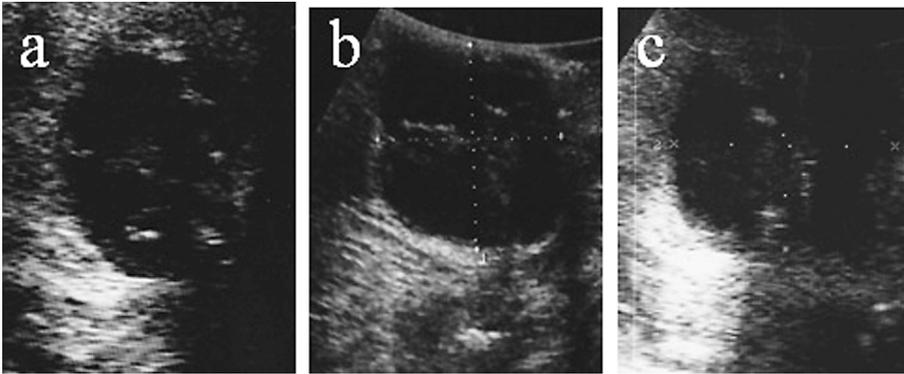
超音波検査の経時的変化：肛門左後方の嚢胞性腫瘍は1年の経過でサイズ、内部エコーの性状に変化がなく明らかな壁在結節も認めなかった（a：2009年6月初診時，b：2009年12月，c：2010年6月）。
